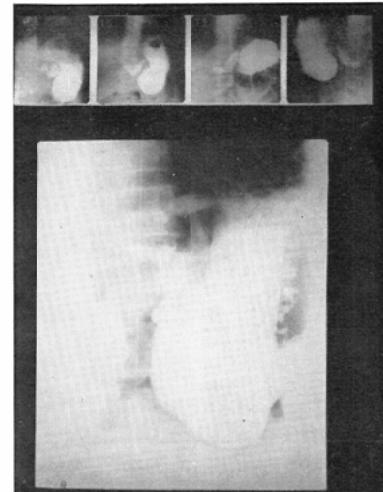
Case 7. schnecken formig einlorung(over. miniature, under. routine X-ray) ulcer
